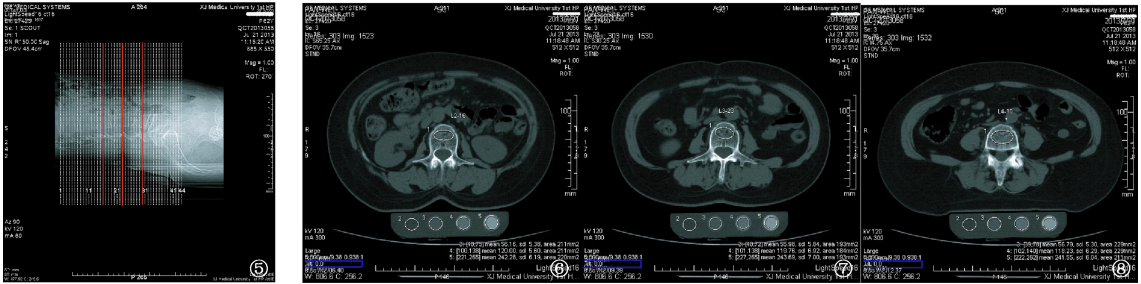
显示的是腰椎多层螺旋 CT 容积扫描定位像,三条红线是通过 L2、L3、L4 椎体中央层面的扫描线;图 6-8 显示的是仿 QCT 法感兴趣区及体模内不同浓度区域的 CT 值
